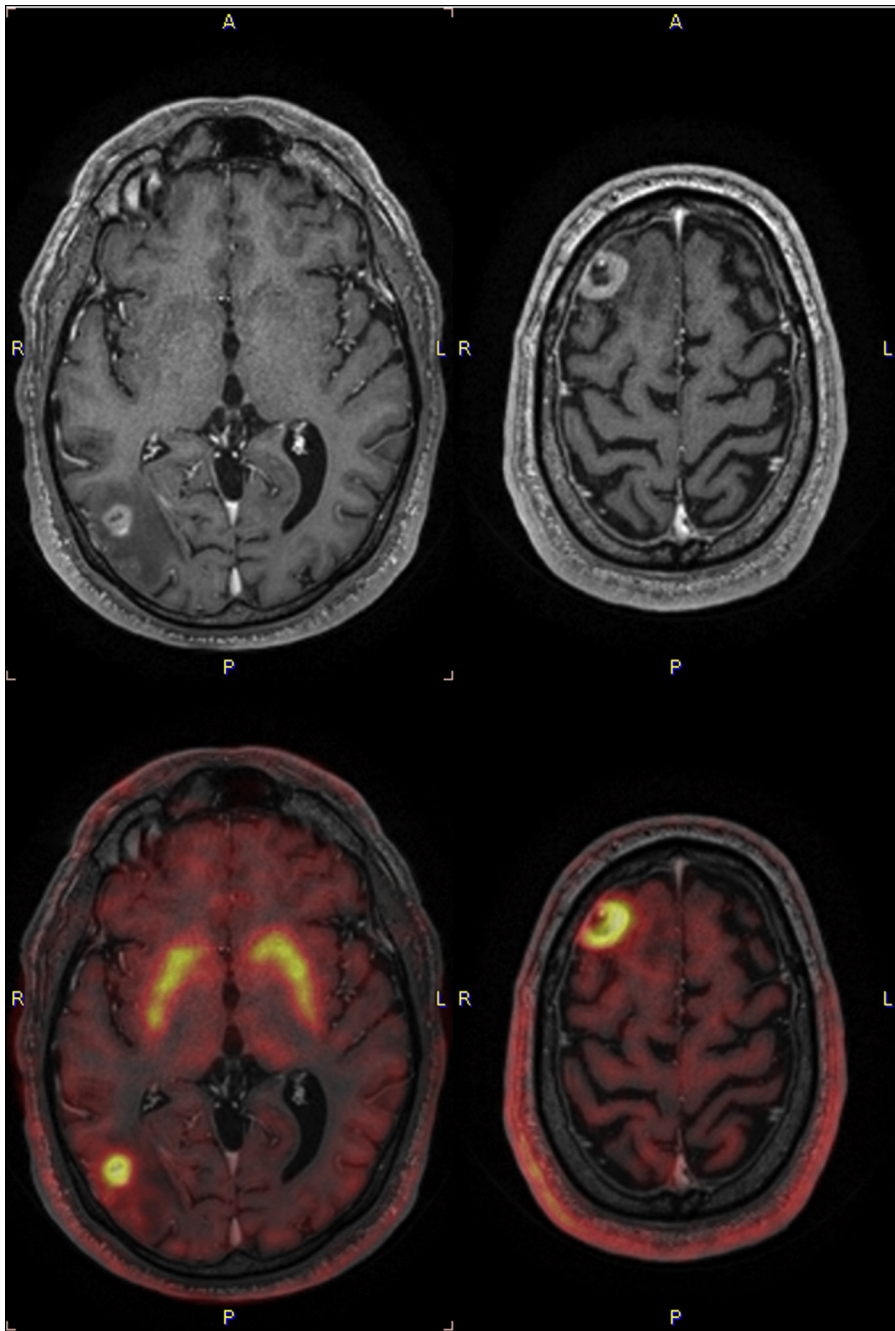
RM y superposición de PET/RM. Se observa aumento de concentración del radiotrazador ($SUV_{m\acute{a}x} = 5,2$) a nivel frontal. Lesión de similares características se reconoce en localización córtico-subcortical occipital derecho ($SUV_{m\acute{a}x} = 5,7$).
